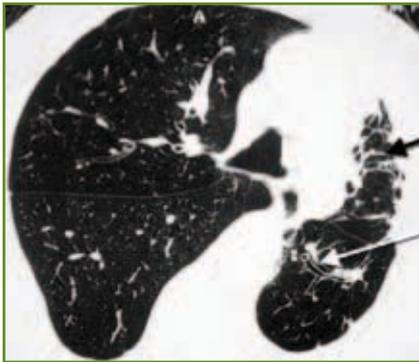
TDM thoracique d'un patient de 57 ans atteint d'une spondylarthrite ankylosante depuis plus de 20 ans montrant une fibrose rétractile du lobe supérieur gauche (flèche noire), avec bronchectasies secondaires (flèche blanche).
